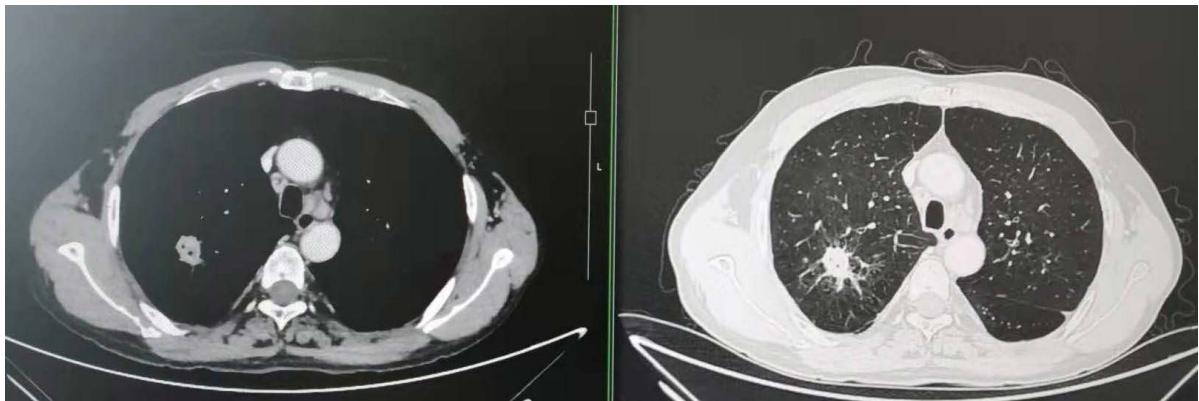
Contrast-enhanced CT of the chest showed a shallow lobulated soft tissue lesion with a little surrounding exudation in the apical segment of the right upper lobe, and scattered small vacuoles appeared in the lesion
